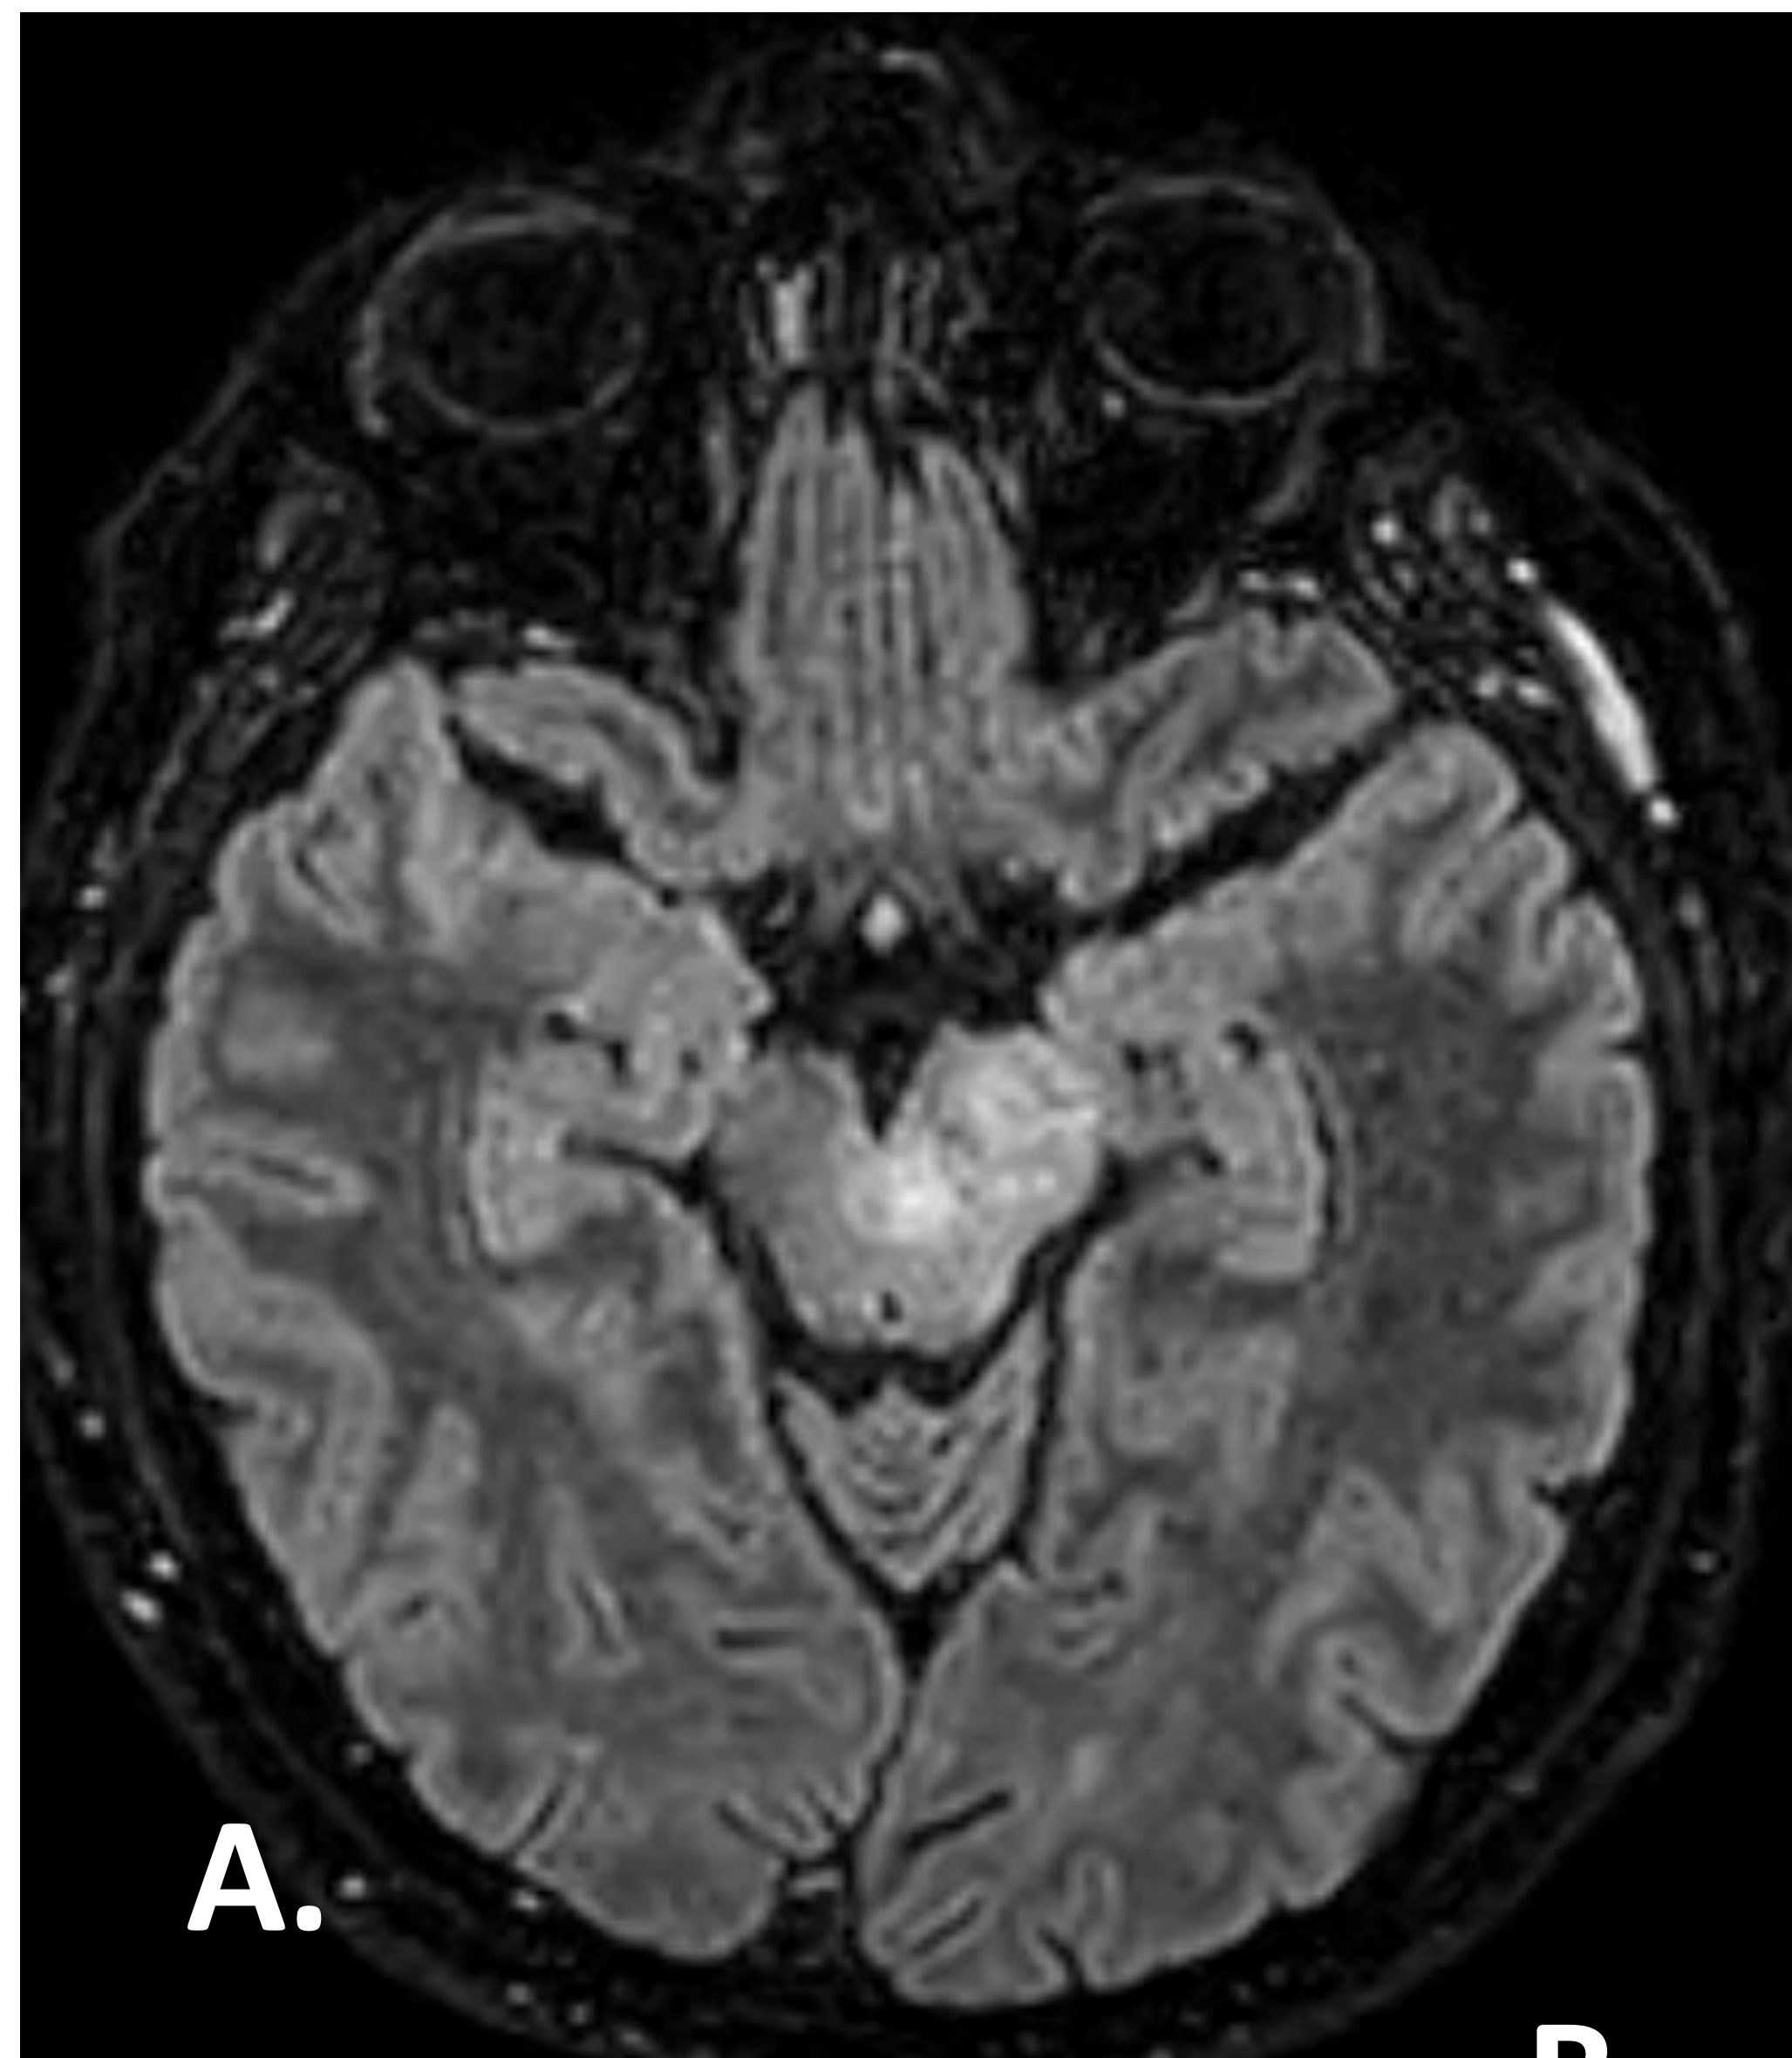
Paciente varón de 42 años que presenta cefalea y alteración de fuerza y sensibilidad. Imágenes de RM cerebral: A) Lesión mesencefálica izquierda hiperintensa en secuencia FLAIR. B) Sin caída de la señal en ADC. C) Con ausencia de captación de contraste i.v. D) La lesión abomba la porcion izquierda mesencefálica.
